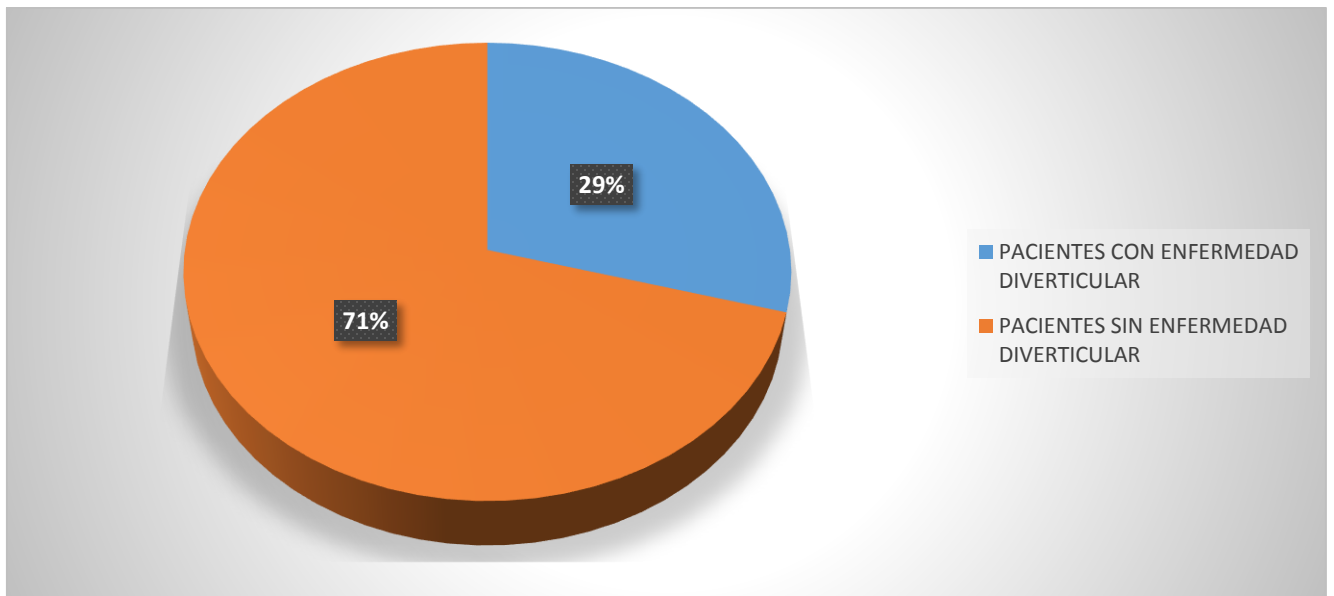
PREVALENCIA DE ENFERMEDAD DIVERTICULAR DETECTADA POR TOMOGRAFÍA MULTIDETECTOR
